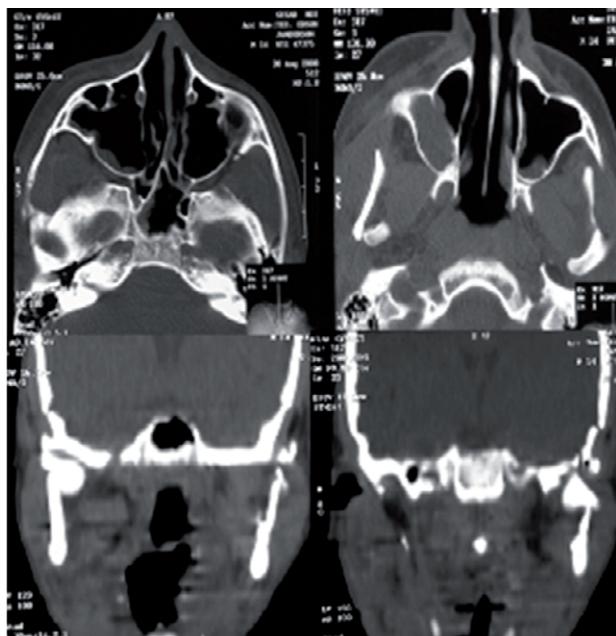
Tomografia computadorizada evidencia ausência do cêndilo na cavidade e o deslocamento medial cêndilo.
